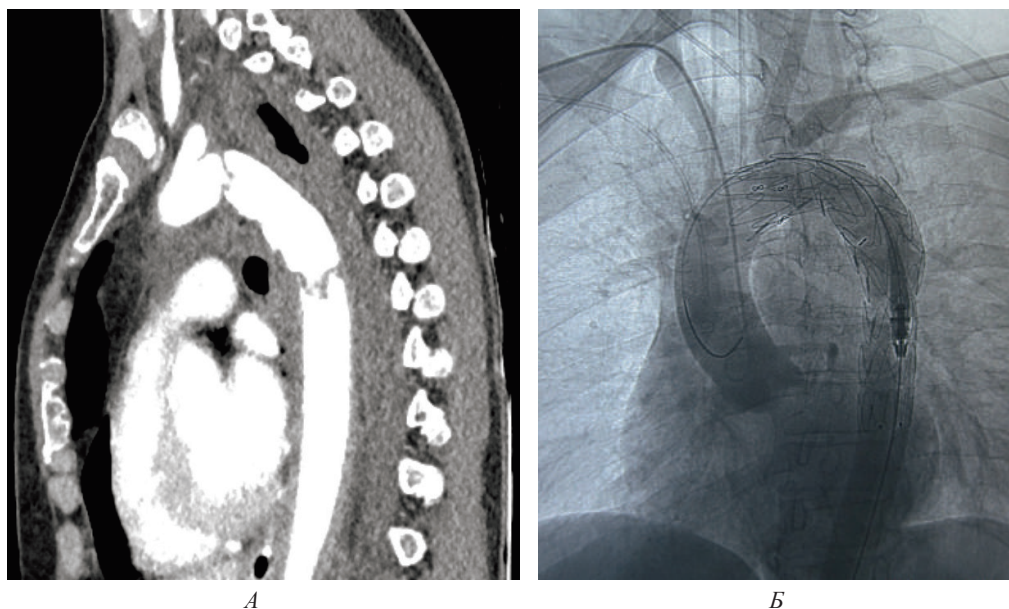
Травматическая диссекция грудного отдела нисходящей аорты I–3 типов у пострадавшей К., 51 г.: А – МСКТ в сагиттальной проекции
